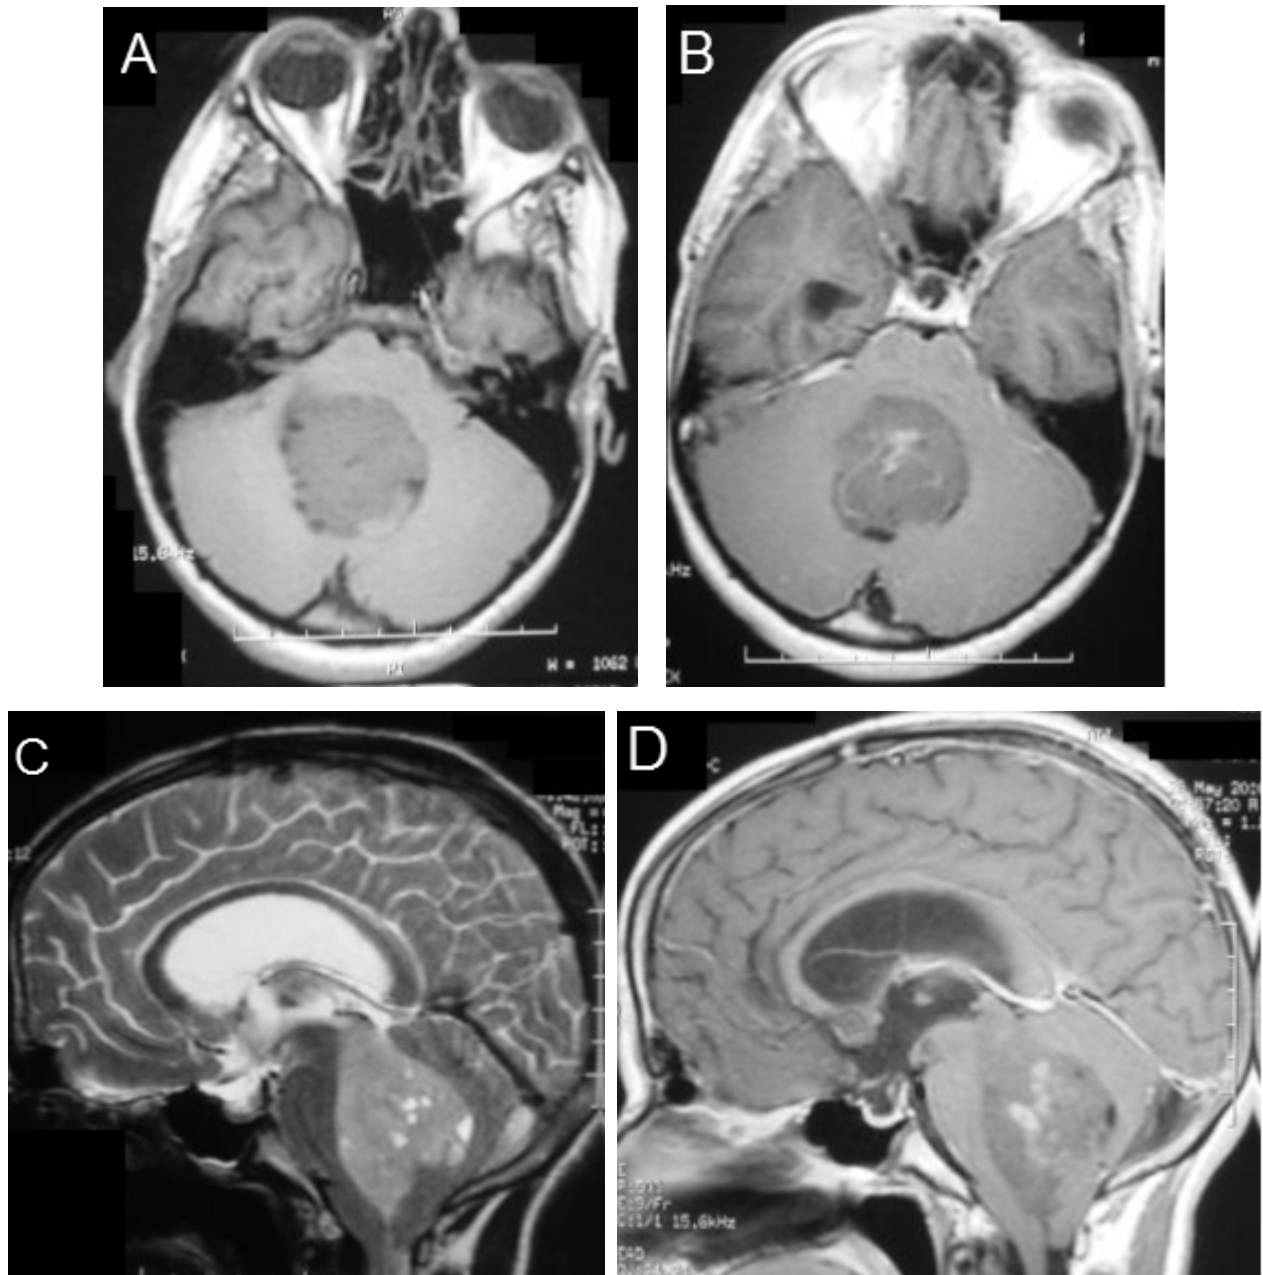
IRM en coupe axiale en séquence T1 (A) et T1+GADO (B), en coupe sagittale en séquence T2 (C) et T1+GADO(D) : montrant un épendymome du 4ème ventricule solido kystique, en discret hyposignal T1, hypersignal T2, se rehausse après injection de Gadolinium avec extension foraminale de la tumeur et engagement amygdalien.
